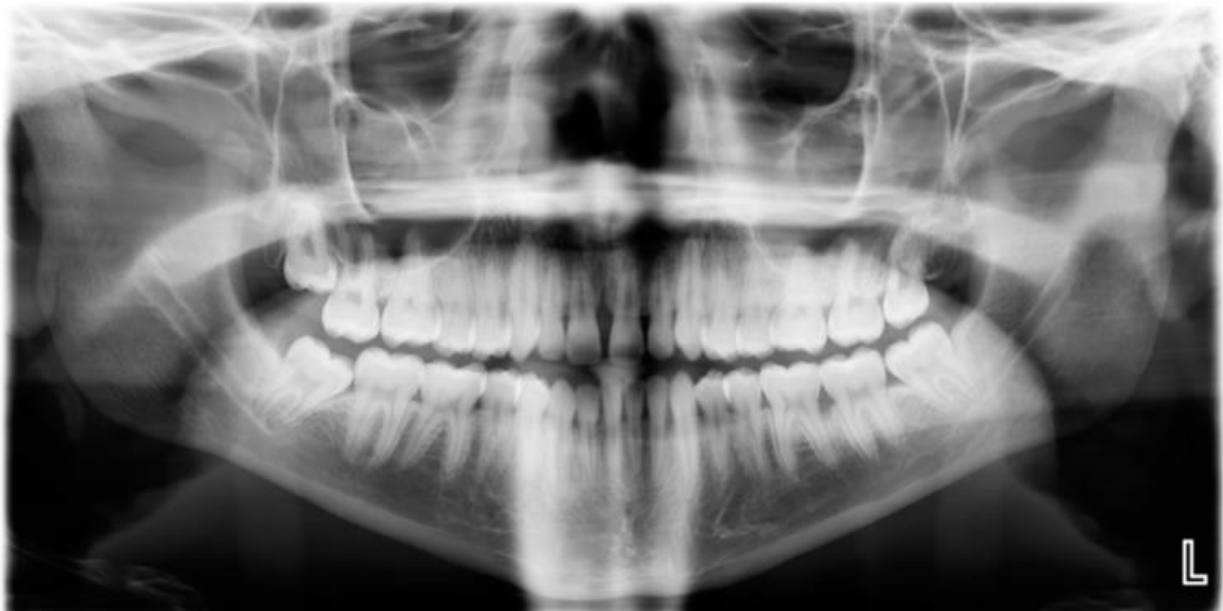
Panorama-Röntgenaufnahme eines 19-jährigen Patienten mit lokalisierter aggressiver Parodontitis. Auf der linken Seite ist der Knochenabbau bei den ersten Schneidezähnen und den ersten Molaren (1,6-er Typ) zu erkennen.
